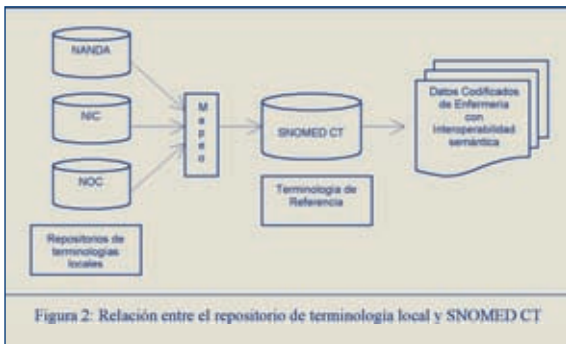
Relación entre el repositorio de terminología local y SNOMED CT
